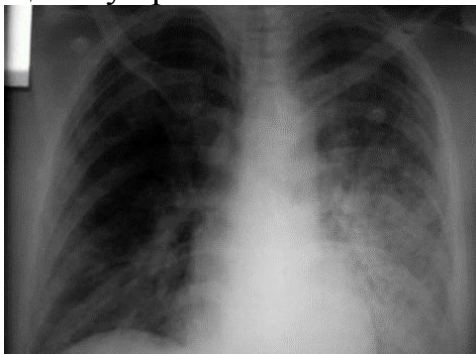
Рентгенографія вірусно-бактеріальної пневмонії
